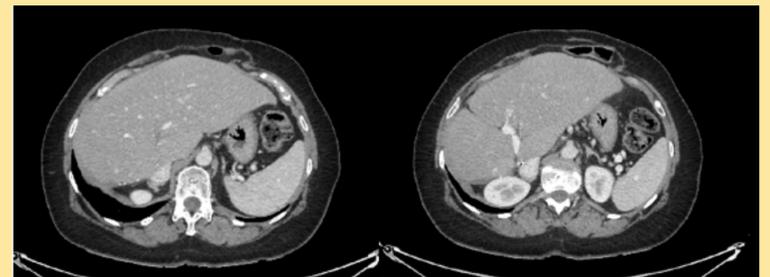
TAC abdominal tras rescate quirúrgico.
